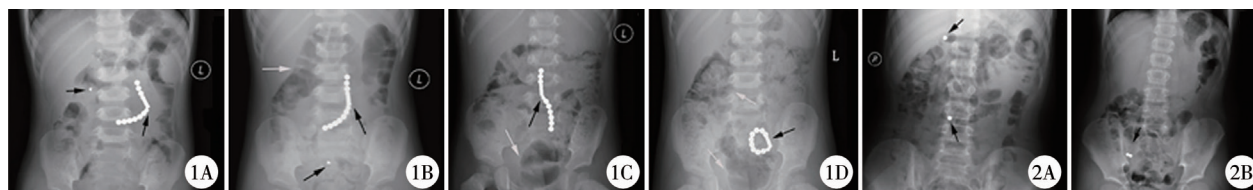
消化道磁力珠异物患者腹部 X 线平片 注 1A:入院时腹部平片提示左中腹 14 颗串联磁力珠及右中腹一高密度影(黑色箭头);1B:入院后第 3 天腹部平片提示磁力珠及高密度影位置发生改变,中腹部可见扩张肠管(白色箭头);1C:入院后第 5 天腹部平片提示磁力珠位置改变、高密度影消失及肠管扩张;1D:入院后第 10 天腹部平片提示串联的磁力珠吸附成圈
